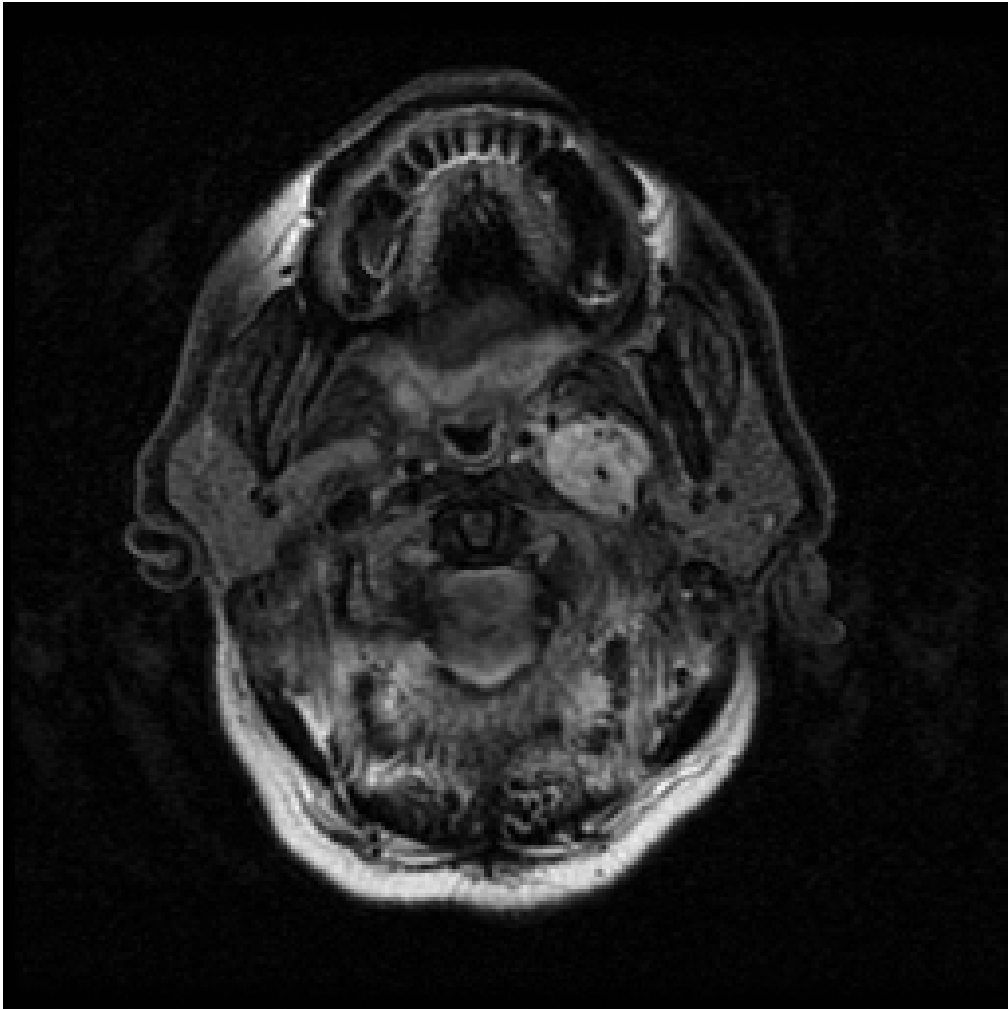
Paraganglioma izquierdo. RMN en secuencia T1 donde se hace visible el patrón en sal y pimienta del tumor.
